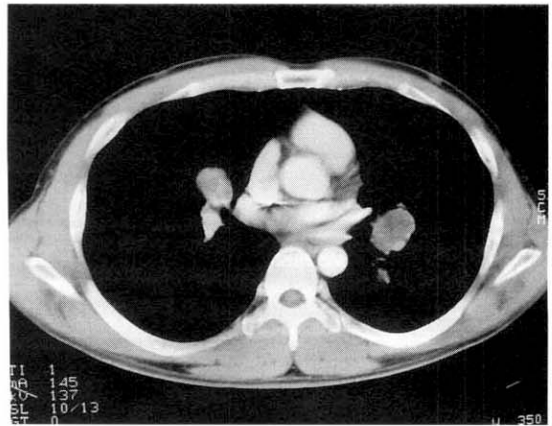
Chest CT. Two masses are located in the lung parenchyma. Left-sided mass is attached to the vessel.
